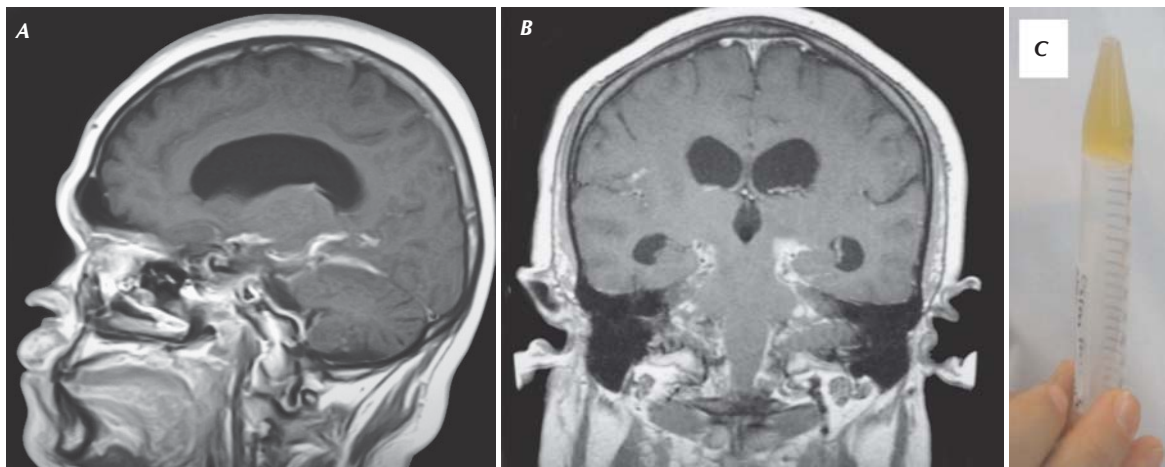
Hombre VIH (+) de 20 años de edad, con diagnóstico conocido de coccidioidomicosis pulmonar. Se presenta con papiledema, diplopía y síndrome piramidal bilateral. LCR con una concentración de proteínas de 2240 mg/dL. Se identificó más tarde coccidioidomicosis meníngea. Se manejó con fluconazol, anfotericina B y posaconazol en diferentes periodos: A y B. IRM T1 + Gadolinio en cortes cortes sagital (A) y coronal (B) con reforzamiento paquimeningeo basal, dilatación ventricular bilateral. C. Líquido cefalorraquídeo xantocrómico que se aglutina espontáneamente, resistiendo la gravedad, debido a hiperproteinorrea (síndrome de Froin).
